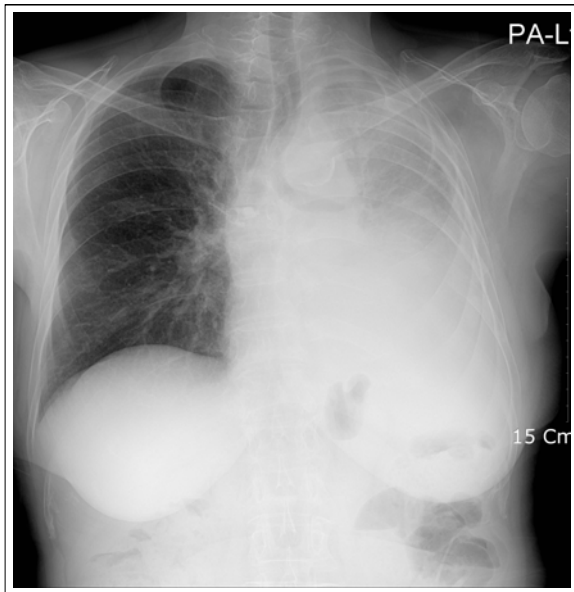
Chest X-ray 1 week after the discontinuation of gefitinib and steroid treatment. Ground glass opacity of right lung has improved.
